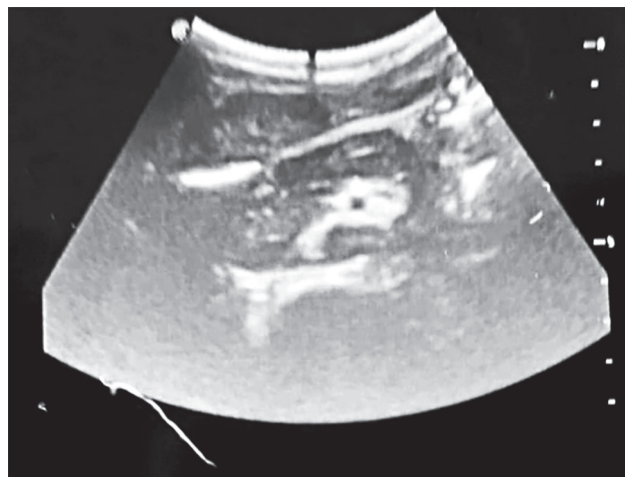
Pacientul B. Ecografia abdominală. Hematom subcapsular al pancreasului.
